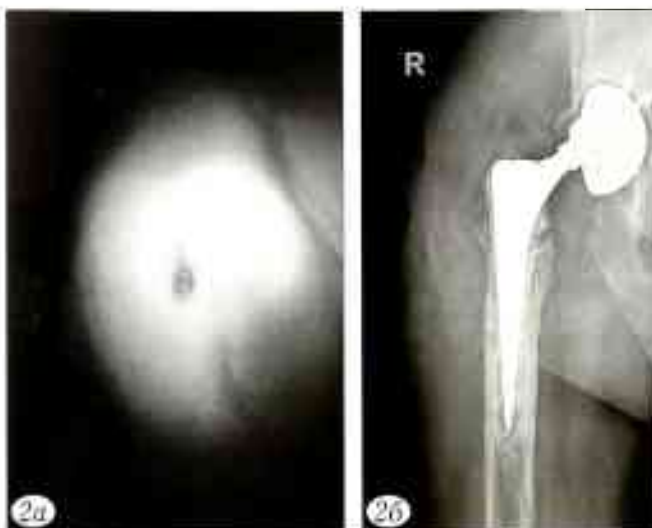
Вид свищевых ходов (а) и рентгенограмма (б) после госпитализации в отделение гнойной хирургии РНИИТО им. Р.Р. Вредена. Выявлена септическая нестабильность эндопротеза, хронический остеомиелит бедра и костей вертлужной впадины: частичная деструкция большого вертела, остеолиз, многочисленные участки локального и линейного остеолитического поражения кортикального слоя, миграция вертлужного компонента эндопротеза.
